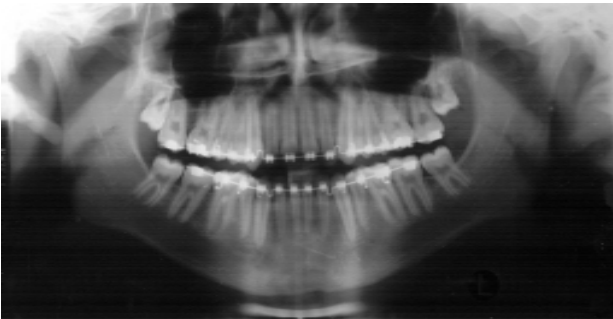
Radiografia panorâmica comprovando o paralelismo entre as raízes dos primeiros molares permanentes inferiores e dos primeiros pré-molares inferiores.
